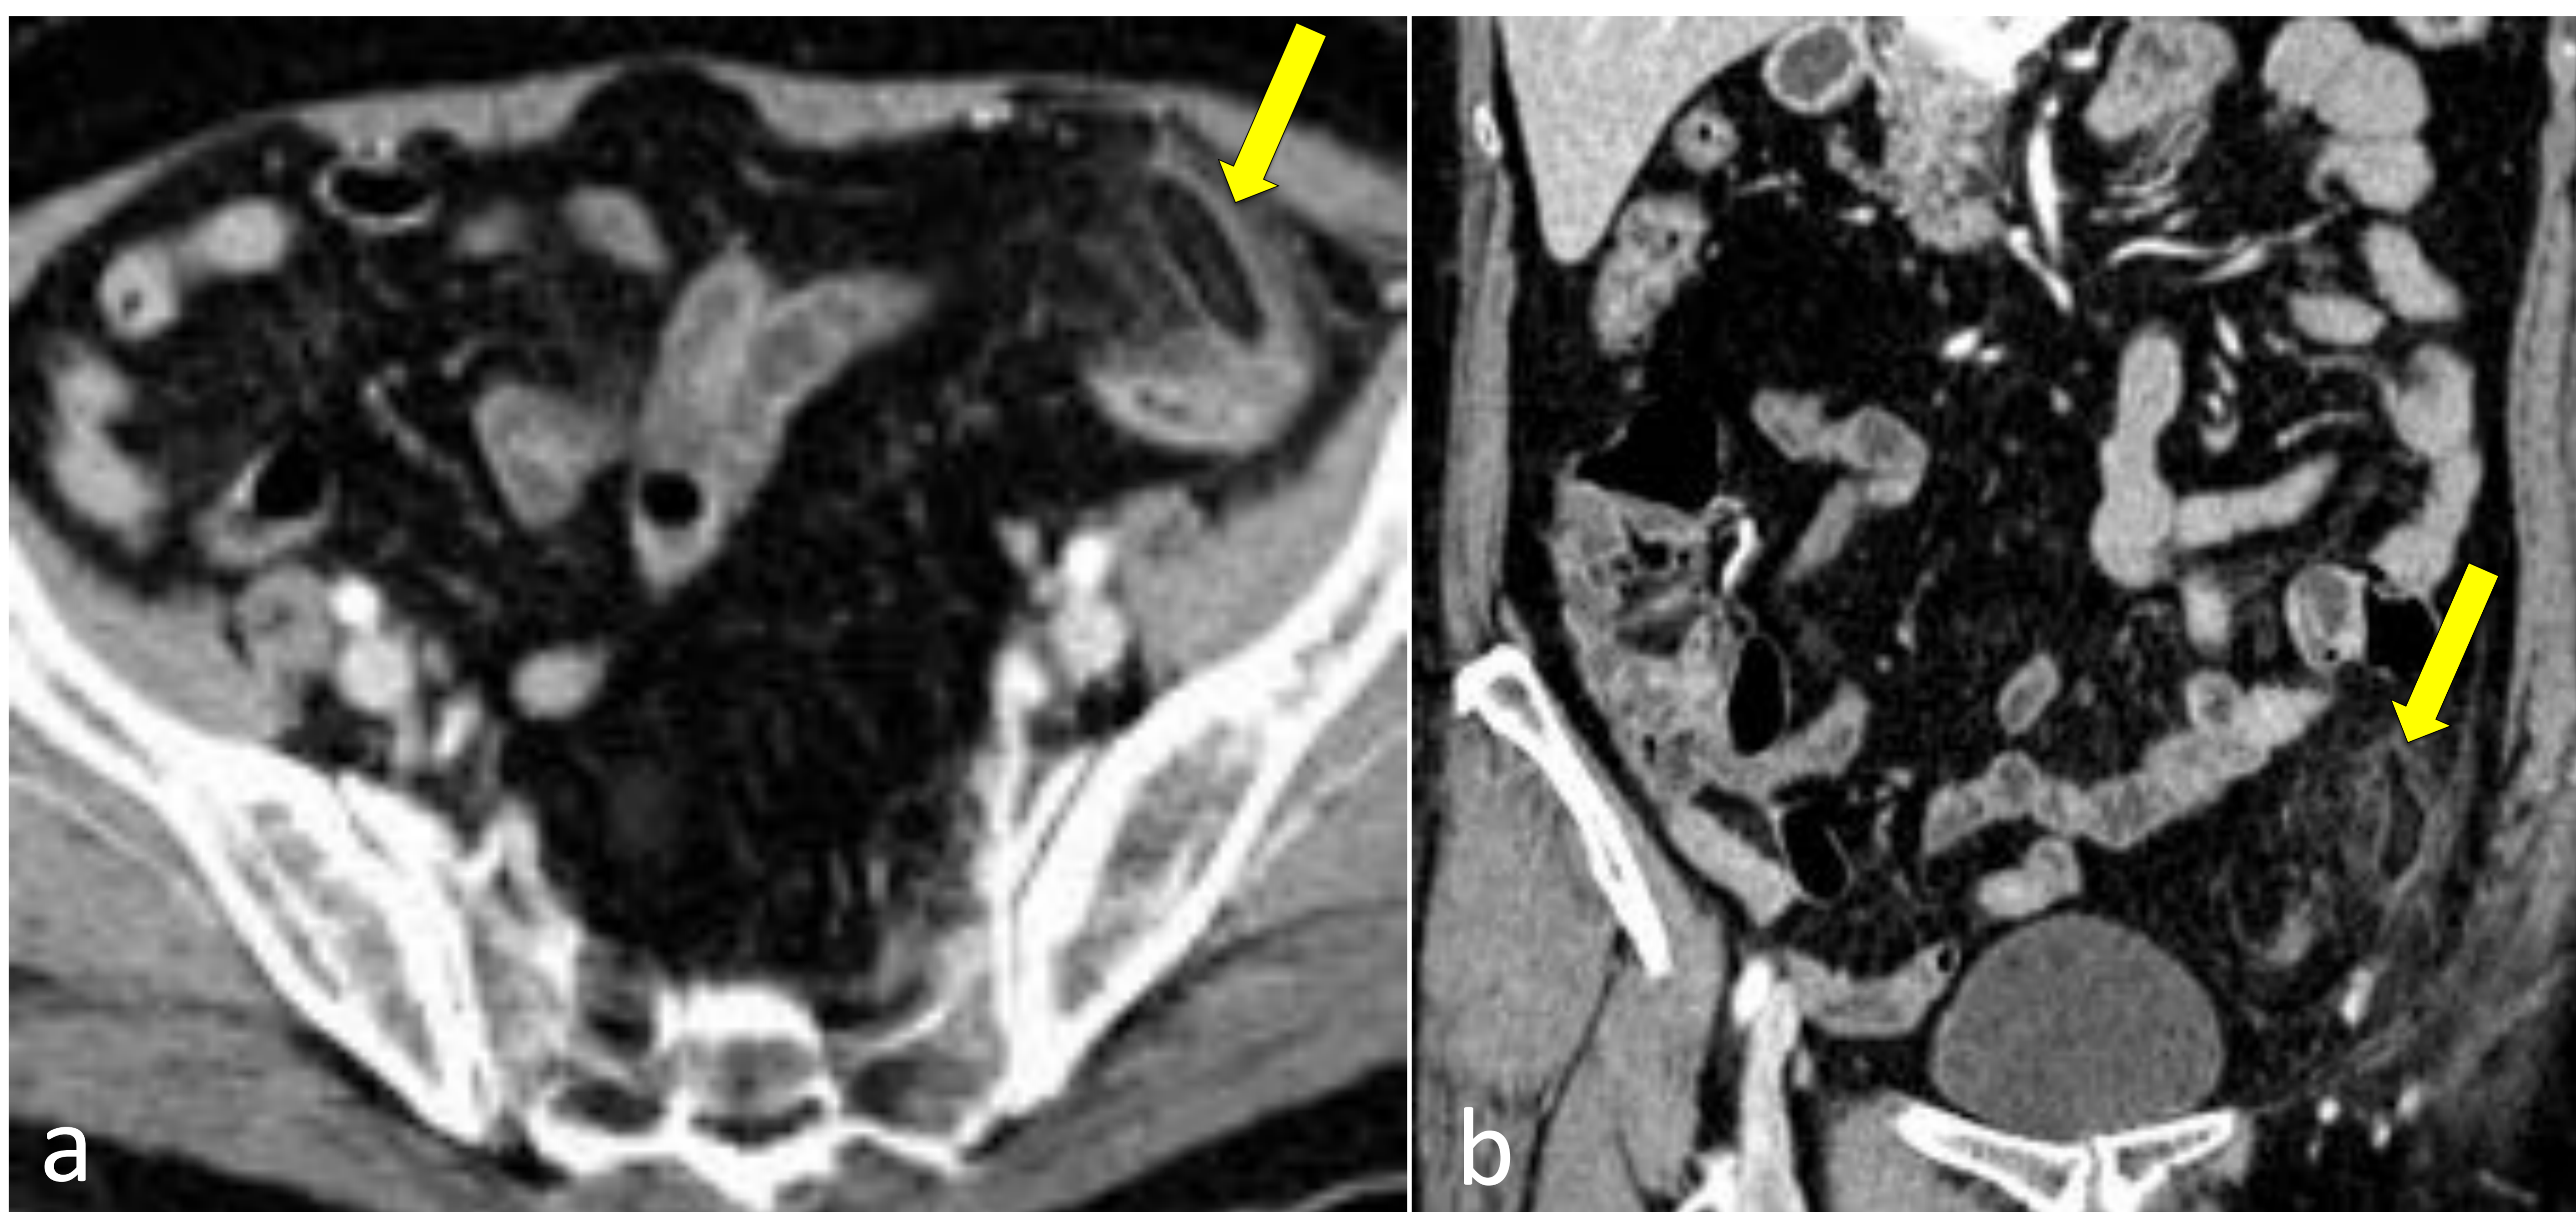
TC con contraste IV, axial (a) y reconstrucción coronal (b).
